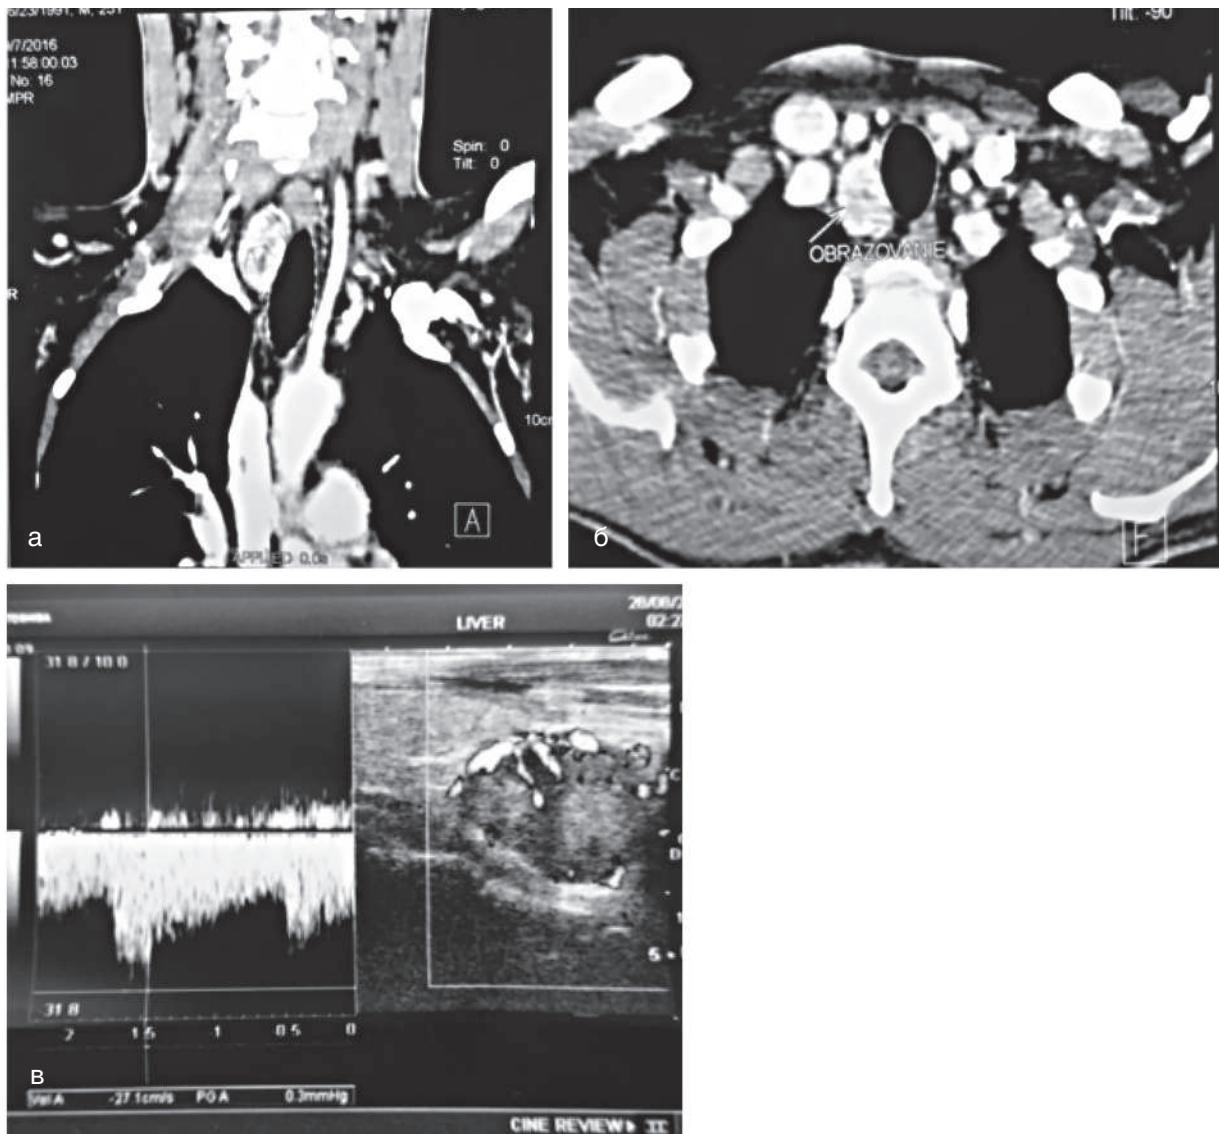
Методы топической диагностики ПГПТ: а, б — компьютерная томография; в — УЗИ шеи (видно гипоэхогенное неоднородное образование в проекции нижней ОЩЖ)
